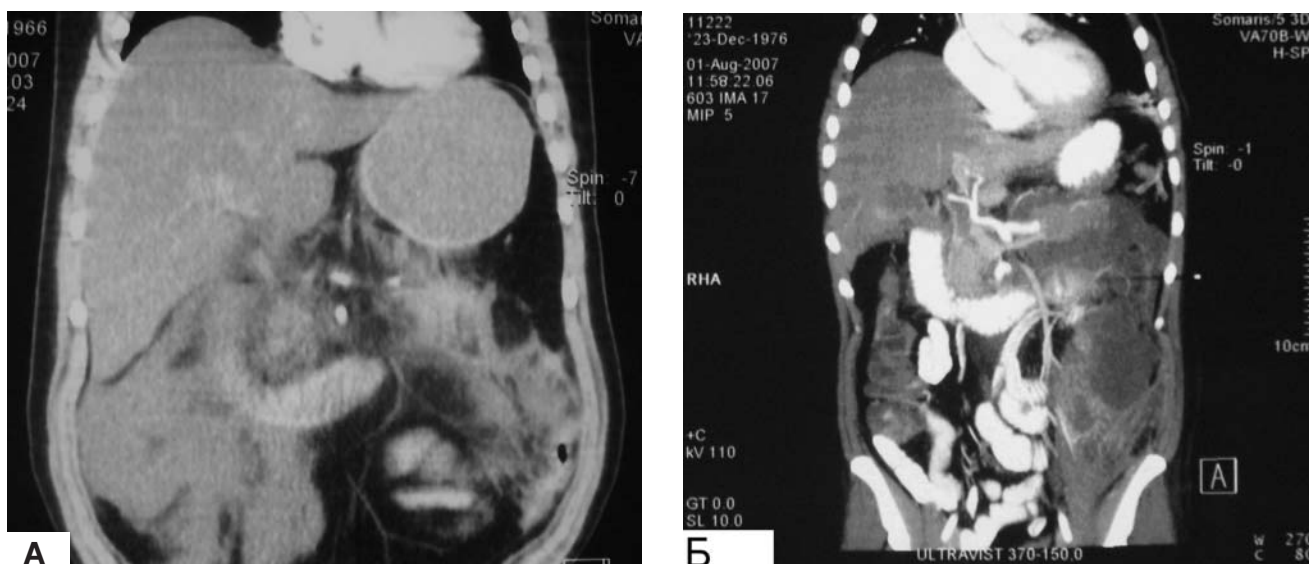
Компьютерная томограмма при субтотальном инфицированном ПН, забрюшинной флегмоной справа (А) и слева (Б).
